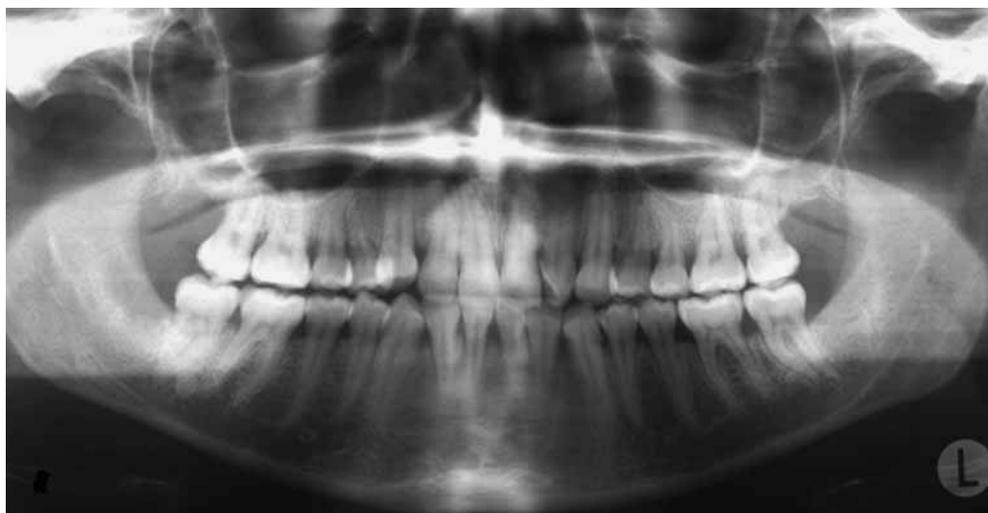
Orthopantomogramme de mars 2006. Dentition permanente complète assainie après traitement conservateur. Status deux mois après extraction de la 48. Radiotransparence dans la région 48 sans densification osseuse périphérique.
